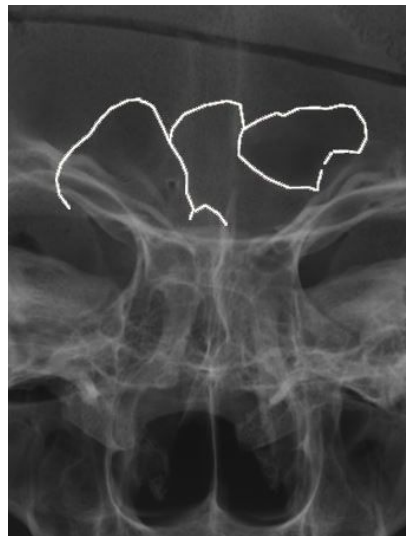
Фрагмент контрольной рентгенограммы черепа № 13 с размеченным контуром лобных пазух
